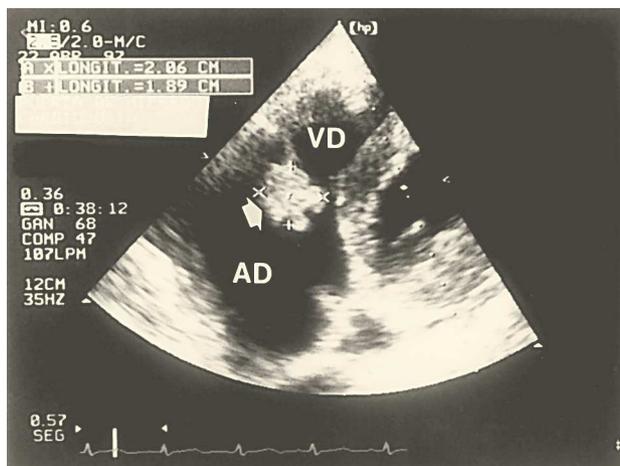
Ecocardiograma transtorácico, plano paraesternal, eje largo modificado: sobre el velo anterior de la válvula tricúspide se observa una masa redondeada, hiperecoica, de 22 mm de diámetro, altamente indicativa de vegetación (flecha); AD: aurícula derecha; VD: ventrículo derecho.
